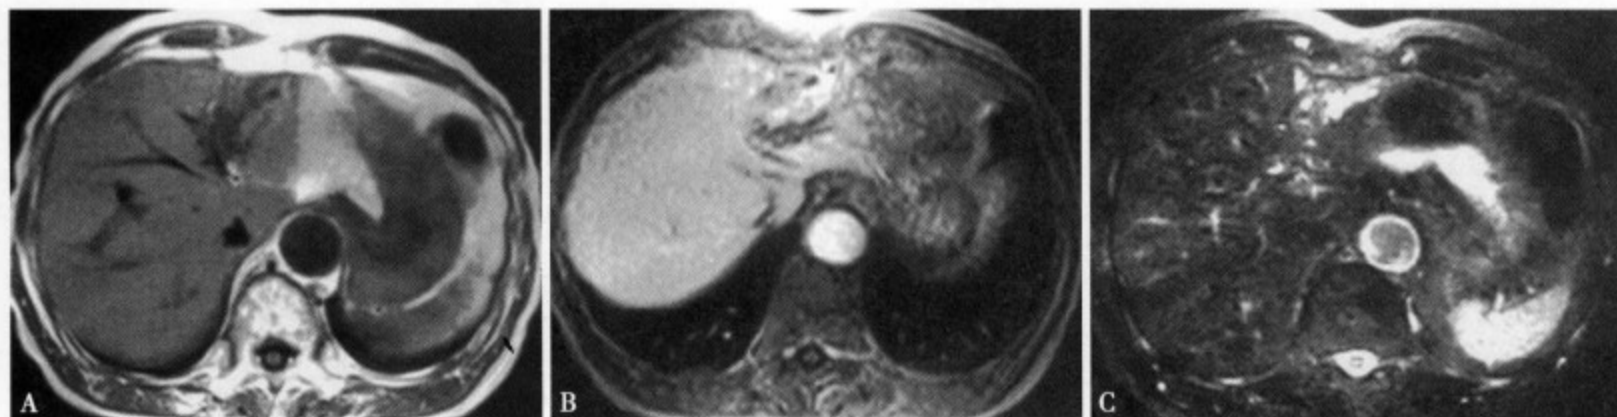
T_1 WI (A) 肝门部类肿瘤病灶显示为低信号，边缘不规则，远端肝内胆管扩张增粗； T_2 WI (B) 表现为不规则形高信号，为扩张增粗的胆管。增强 MRI (C) 近肝门部不规则轻至中等强化，边界不太清楚，周围胆管扩张、增粗，可见环形或条状增厚的胆管壁
